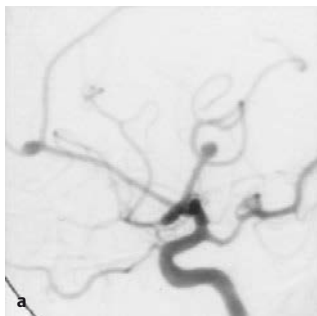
• a und b: Intrakranielle Aneurysmen. a Multiple Aneurysmen (DSA Karotisstromgebiet in lateraler Projektion); b Media-Aneurysma im Trifurkationsbereich rechts (CTA mit 3D-Rekonstruktion, Oberflächendarstellung)
